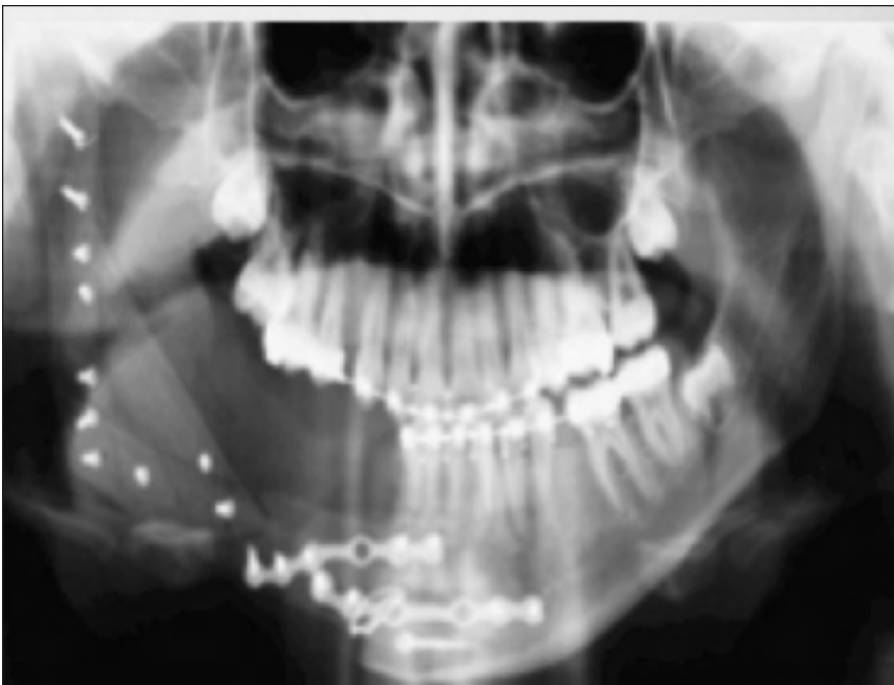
Orthopantomogramme post-opératoire.
